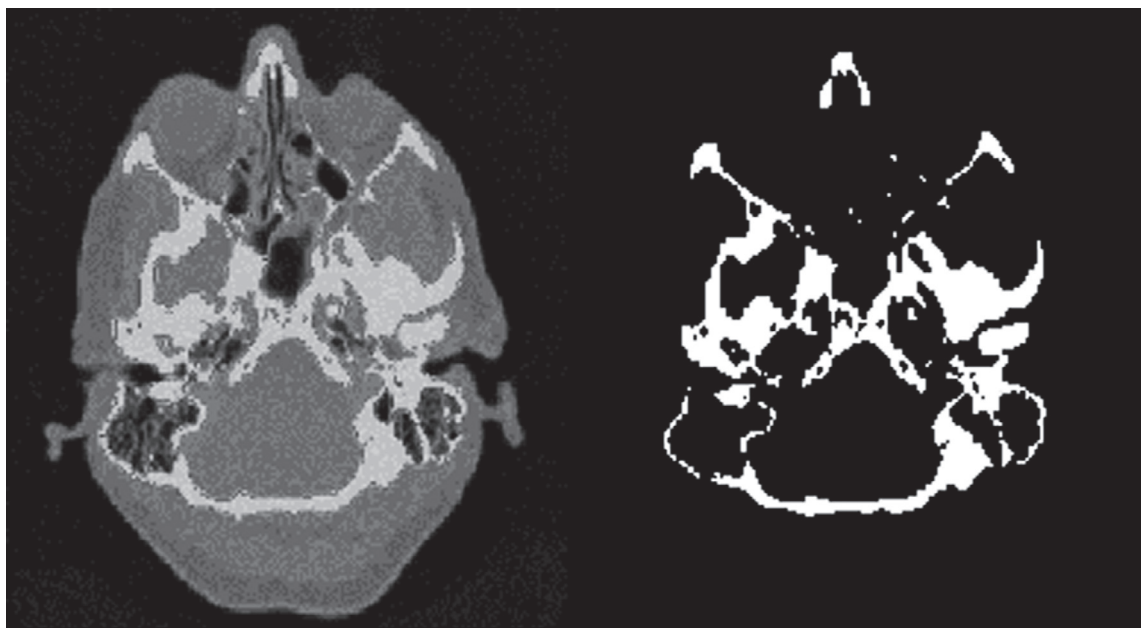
Выделение костных тканей на КТ-снимках
